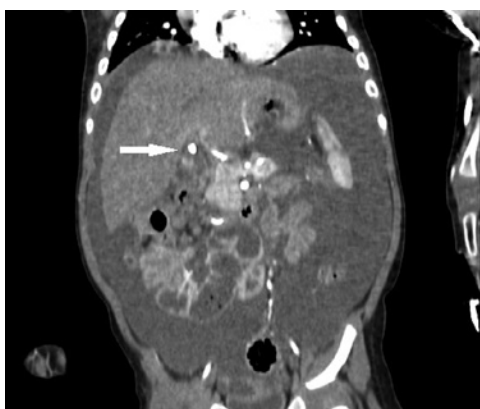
Предоперационная мультиспиральная компьютерная томография органов брюшной полости, артериальная фаза (белая стрелка указывает на предполагаемый кальциноз перипортальных лимфоузлов)
